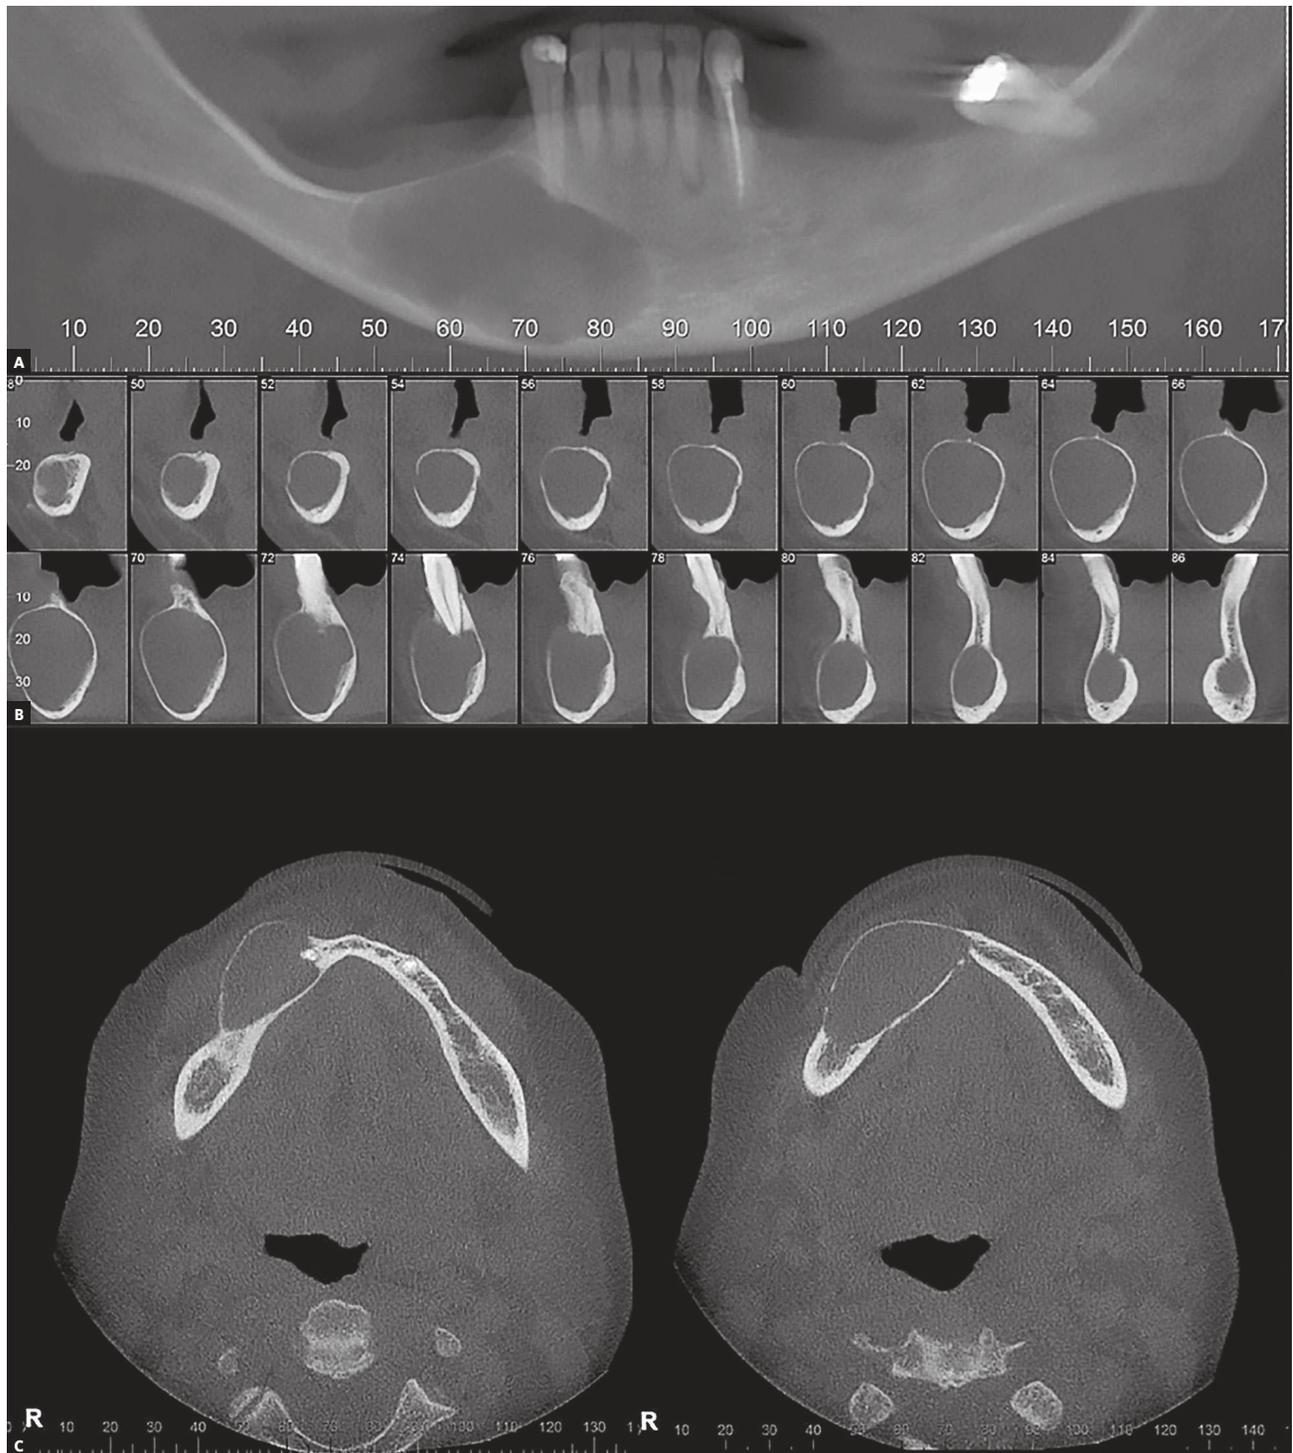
Tomografia Computadorizada Cone Beam, em cortes panorâmico (A), sagital (B) e axial (C) da região do cisto Inflamatório em parassínfise e mento mandibular direito. Notar a expansão da cortical vestibular, bem como a espessura da cortical lingual. Trata-se de uma lesão com conteúdo citrino, limites definidos e contornos ósseos íntegros.
